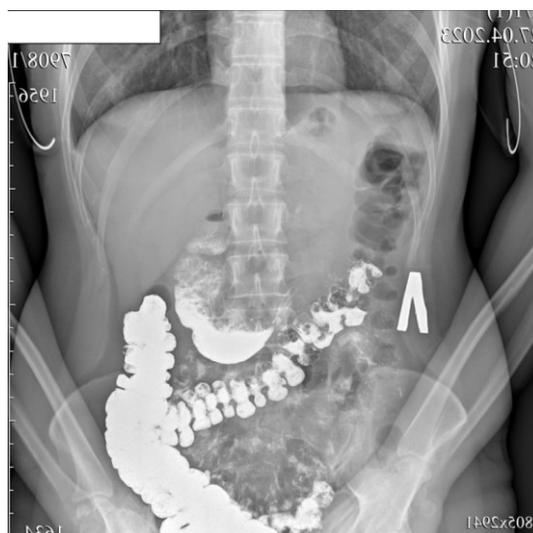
Рентгенограмма органов брюшной полости через два часа после начала пробы Напалкова. Отмечается быстрая эвакуация большей части контрастной взвеси в тонкой кишке при сохранении застоя в желудке
